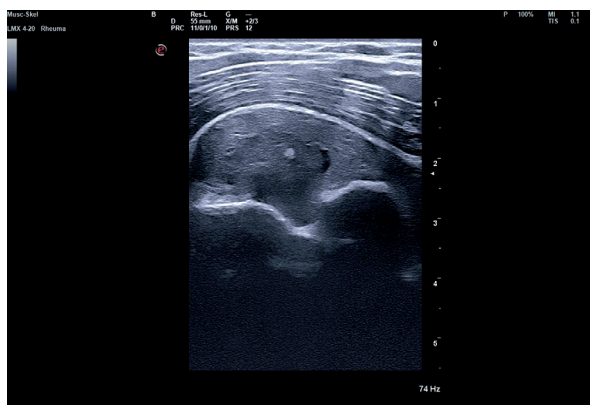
Ultrasound image of the patient's elbow.
